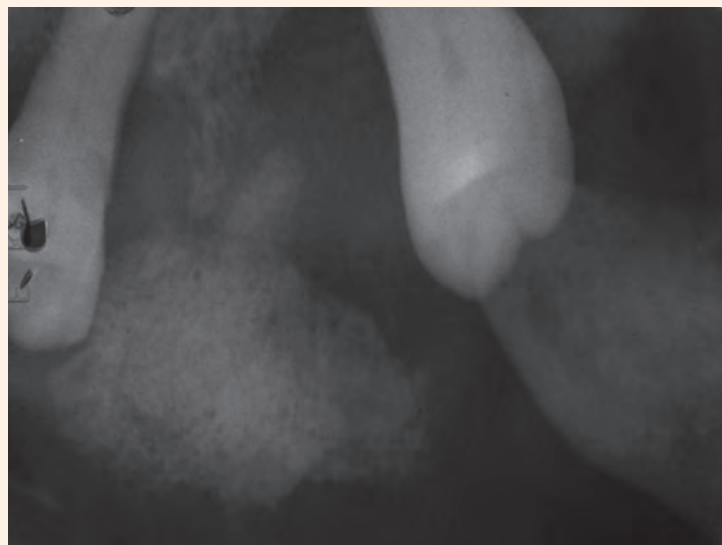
Periapical radiograph of 24 & 27, Note the diffuse radio-opaque area in between 24 & 27.
